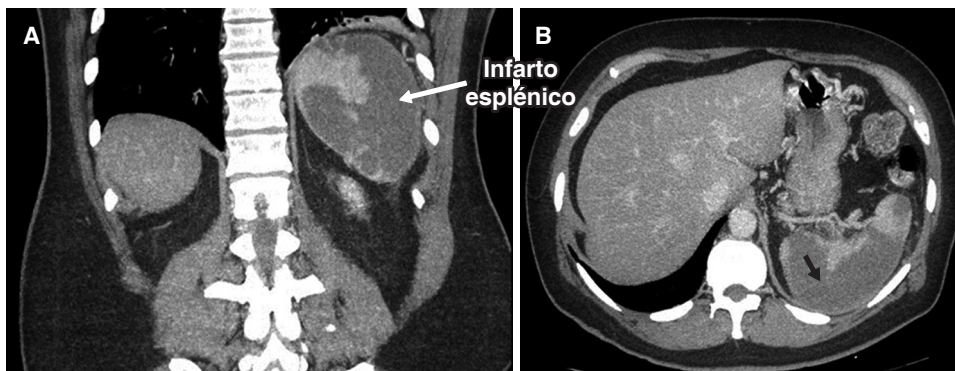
Tomografía computarizada contrastada de abdomen, en fase venosa en cortes coronal y axial, mostrando trombosis de la vena esplénica (flechas).
